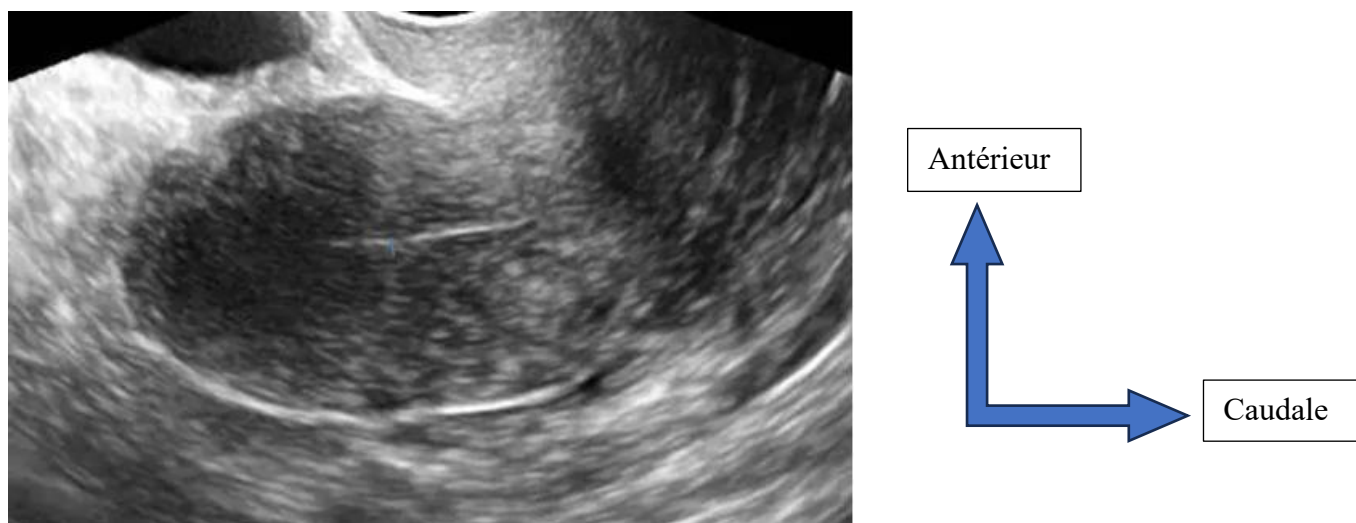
échographie pelvienne par voie endovaginale montrant une coupe longitudinale de l'utérus avec un endomètre fin $< 5\text{mm}$.
